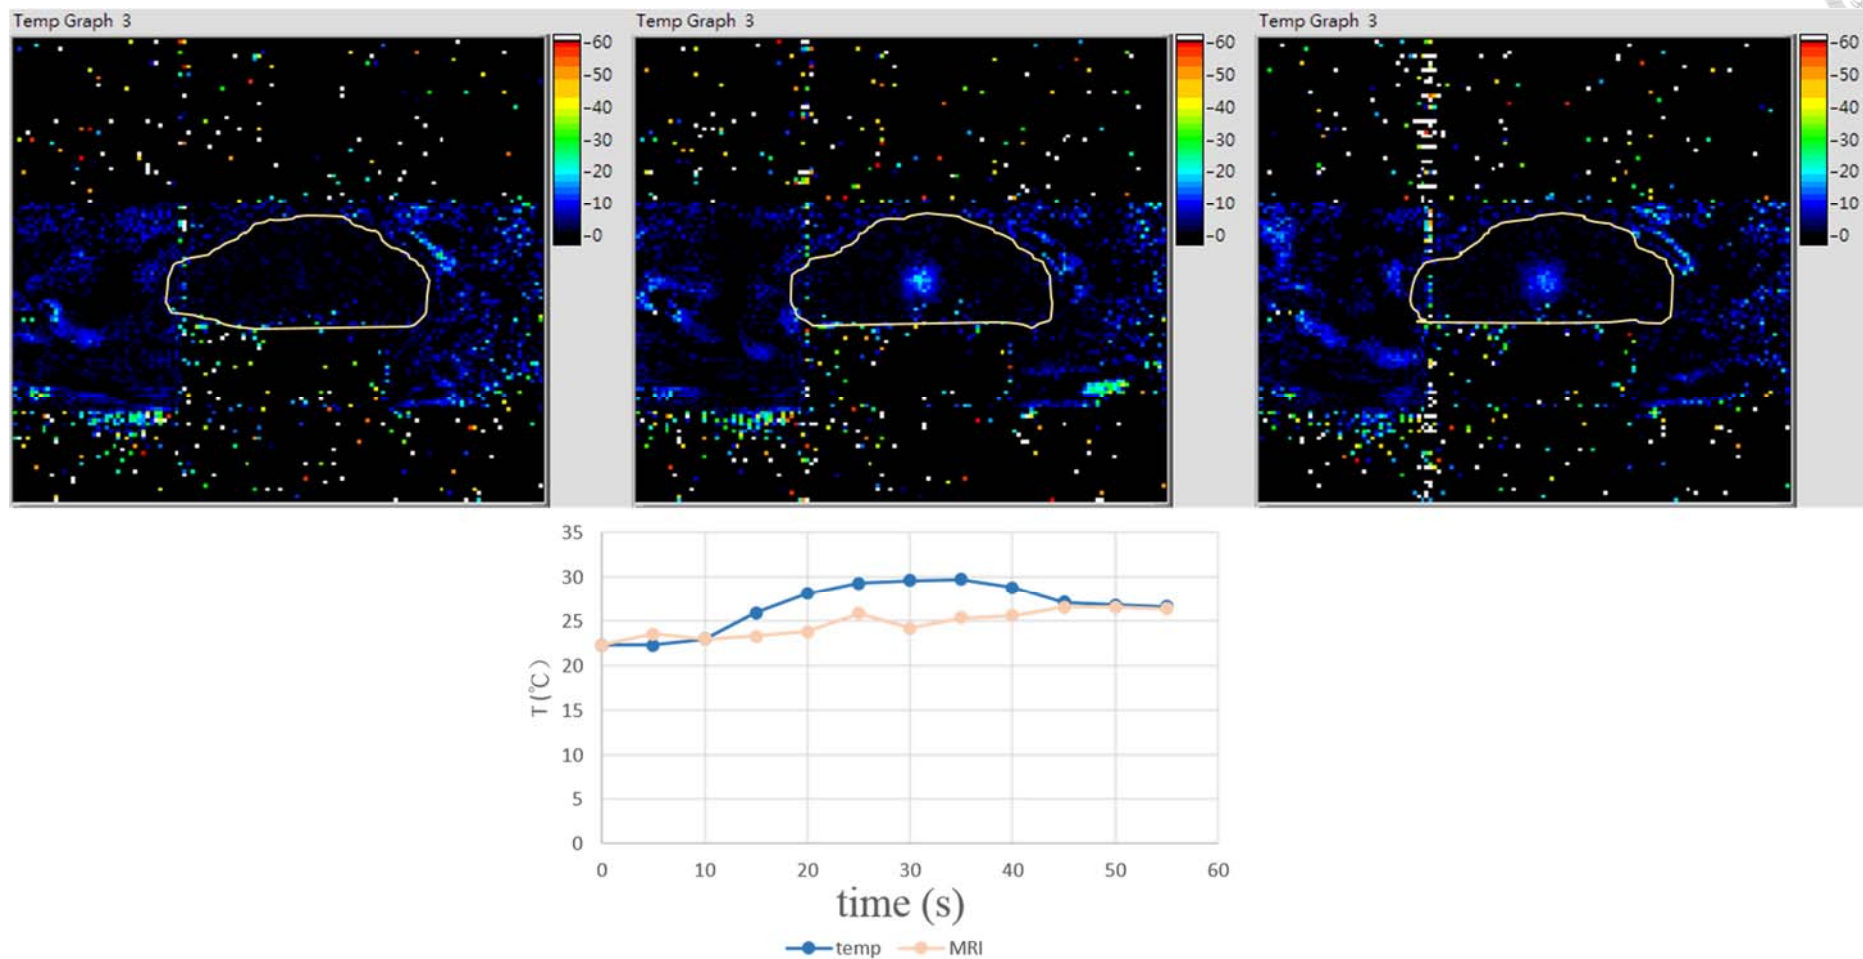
MRI 測溫法與實際溫度誤差測試第二組結果
